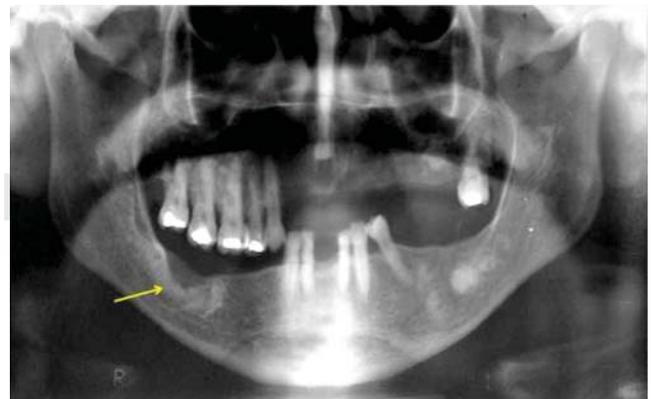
Ortopantomografía dental sinusal donde se observa zona operada con regeneración ósea adecuada (flecha) y resto de lesiones sin cambios de tamaño.
